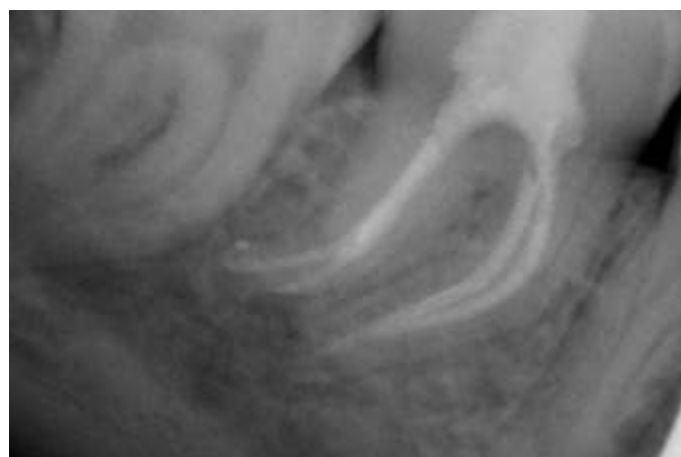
Прицельная рентгенограмма от 25.03.2021 г.
